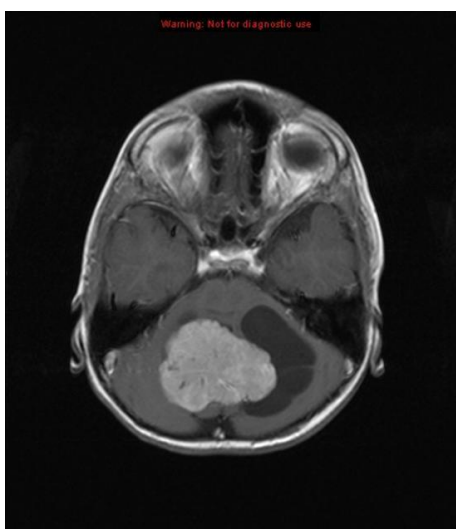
IRM d'un papillome du plexus choroïde coupe axiale T1 avec gadolinium, rehaussement homogène de la lésion occupant le V4 [83].
